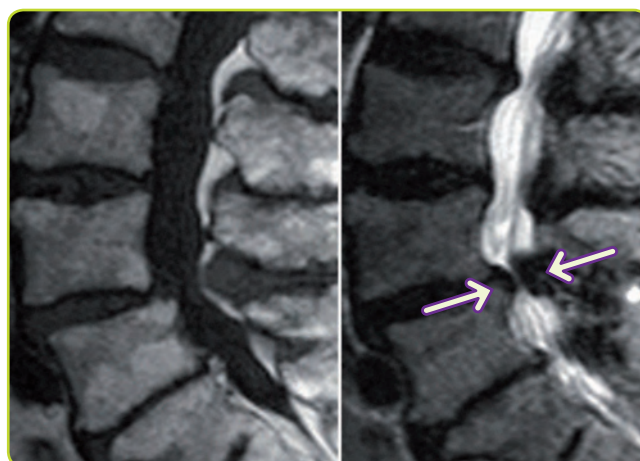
Estenosis del canal lumbar. Los cortes sagitales de RM ponderada en T1 y T2 muestran ligera espondilolistesis L4/L5, hipertrofia de los ligamentos posteriores y estrechamiento severo del canal lumbar (flechas).
